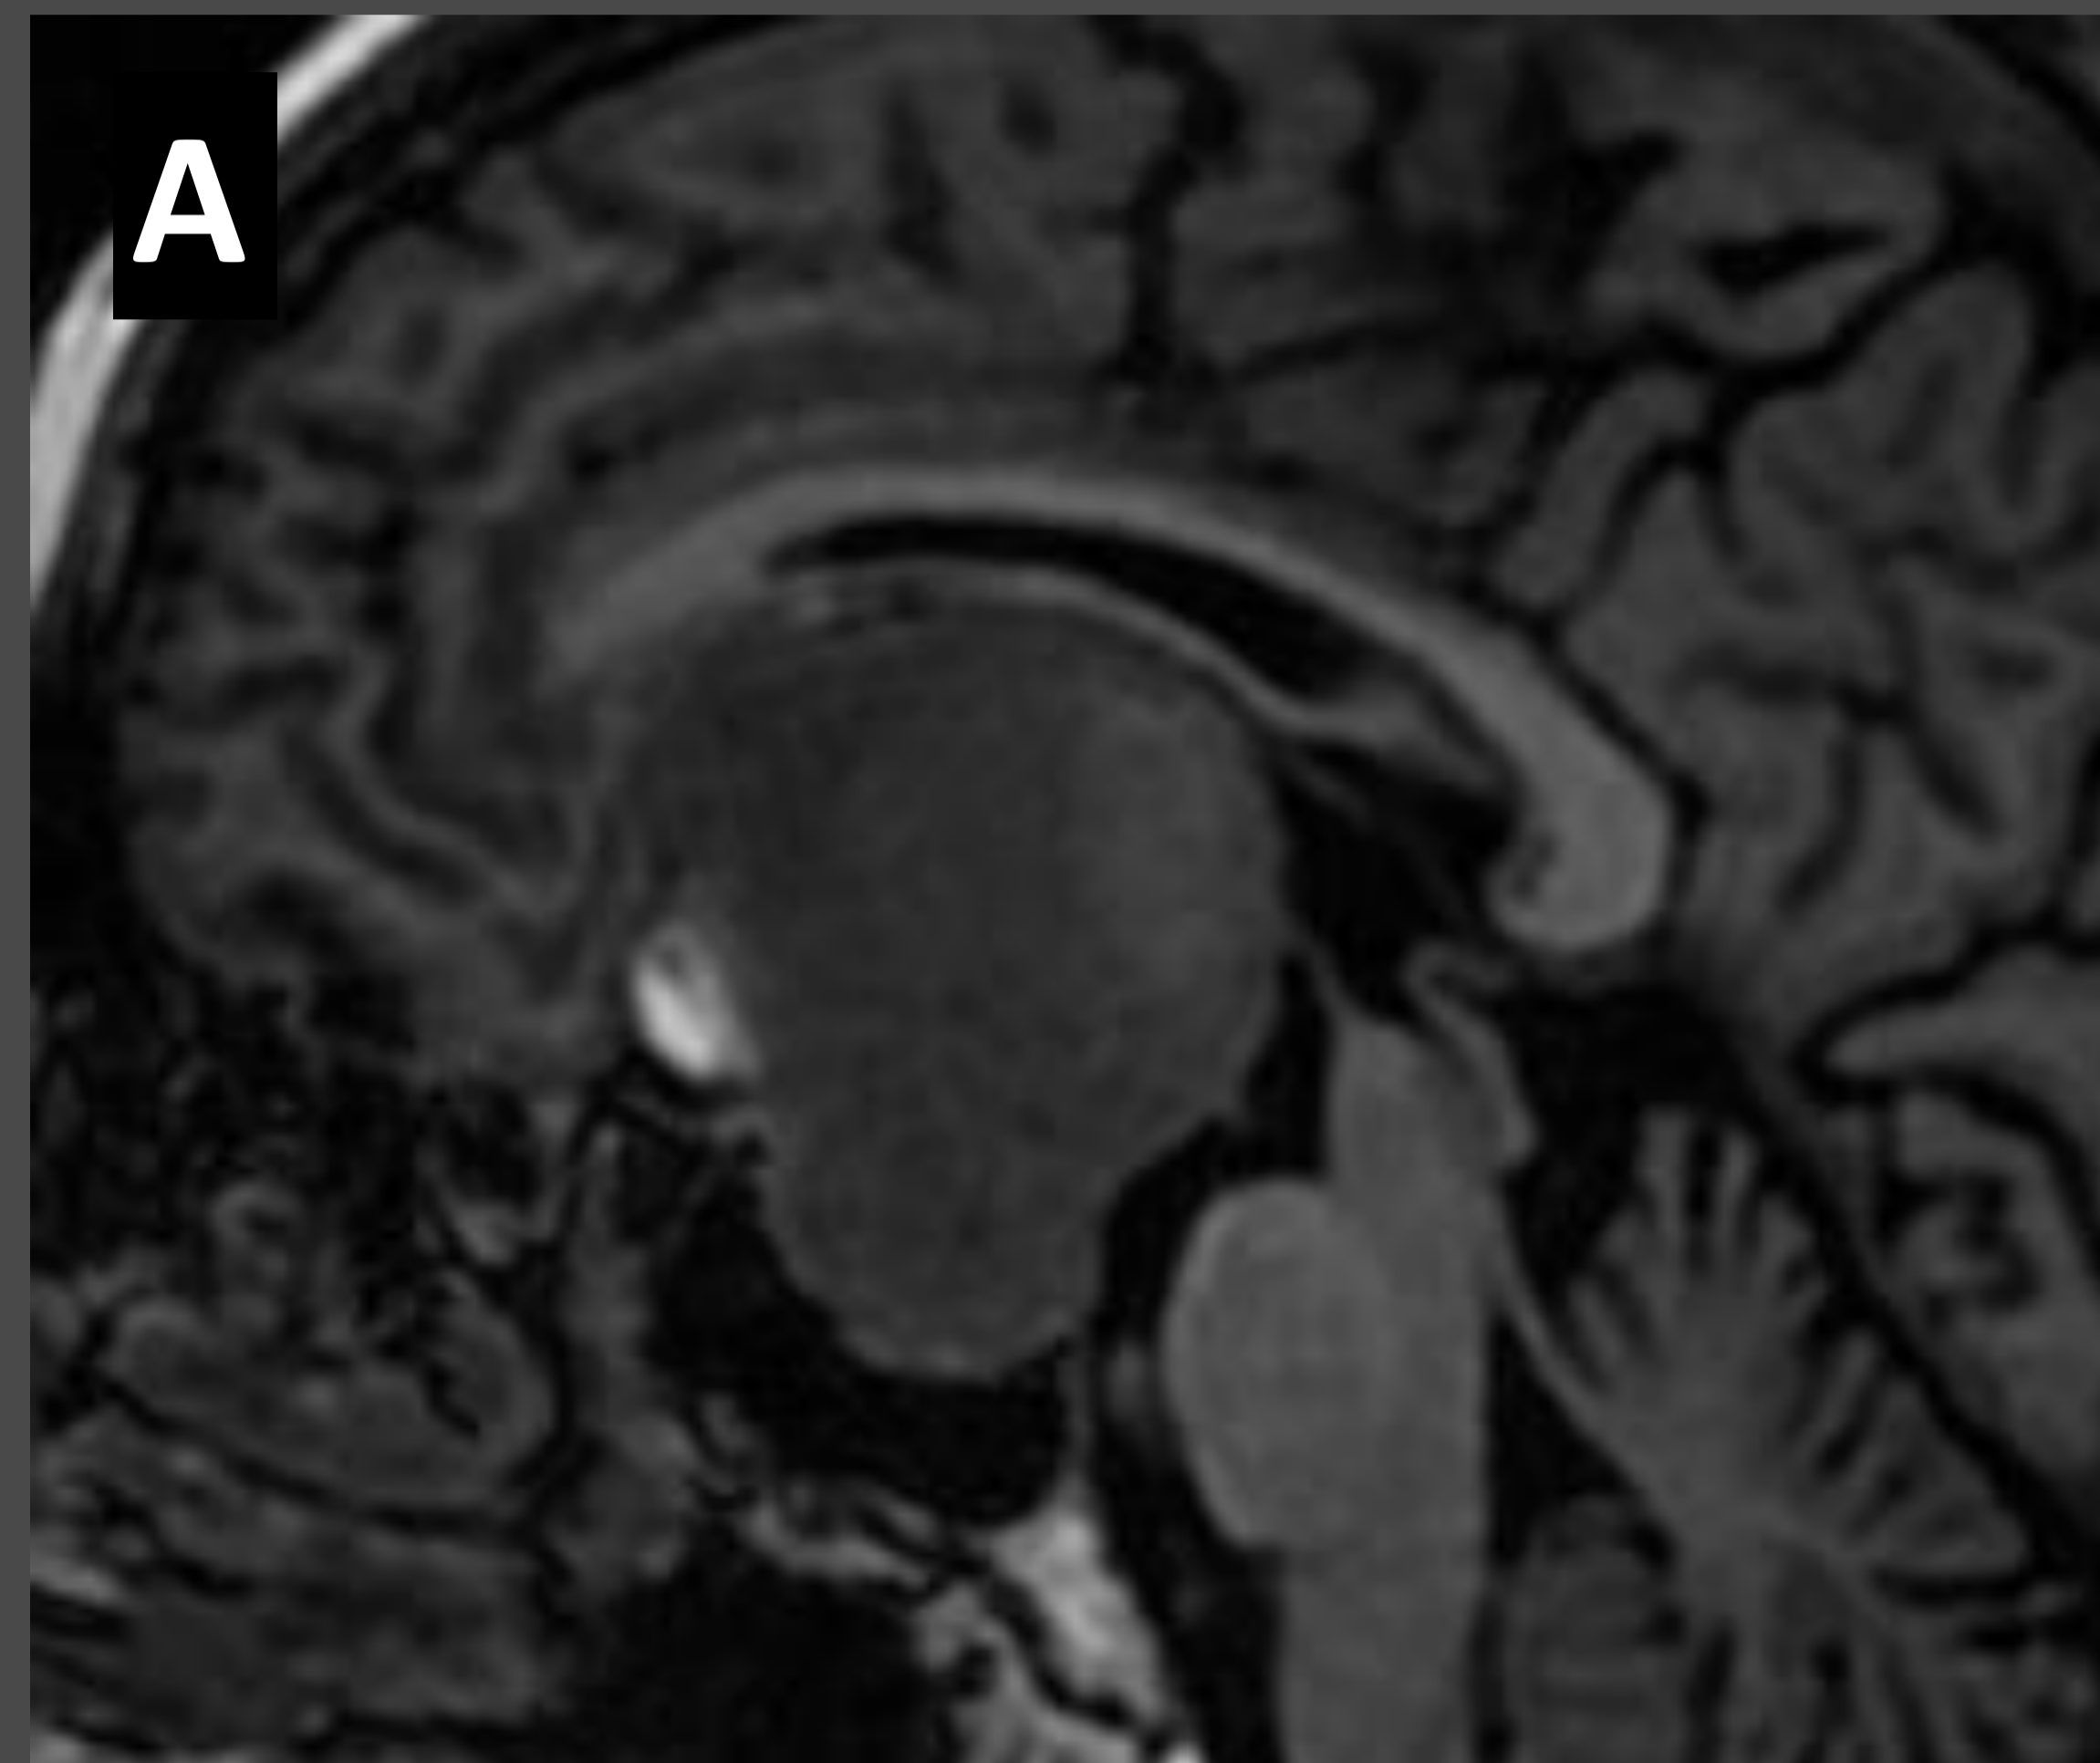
Macroadenoma gigante con focos hemorrágicos (A). Se realiza control de imagen precoz tras una resección incompleta (B, C, D) con resto tumoral en la porción anterior de la silla (flecha blanca), colocación de grasa (*) e injerto óseo para reconstruir la pared anterior de la silla turca (flechas rojas). Hematoma en el lecho supraselar (punta de flecha roja, B) y burbujas aéreas (puntas de flecha blancas, C). En la imagen de TC se evidencia un foco de densidad grasa (*) y burbujas aéreas (puntas de flecha blancas, D).
